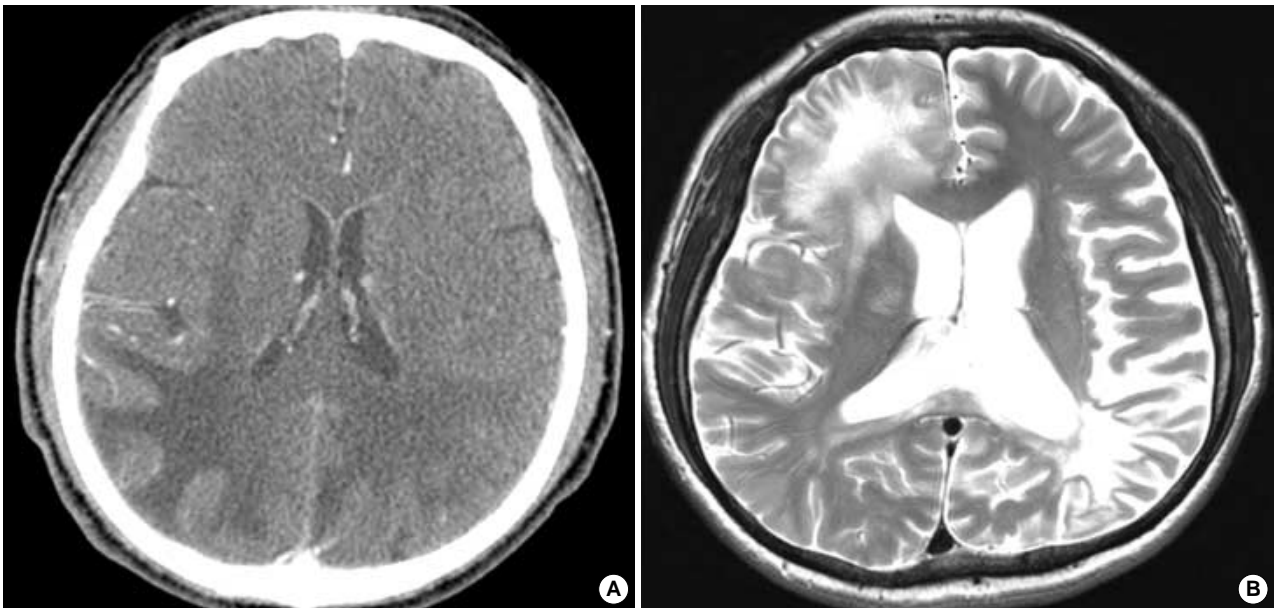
(A) Brain CT of case 1 shows bilaterally asymmetrical hypoattenuated lesion in temporoparietal white matter, more marked on the right, with involvement of subcortical U fiber. (B) Brain MRI of case 2 shows hyperintensity of white matter of right frontal lobe on T2 weighted image.
